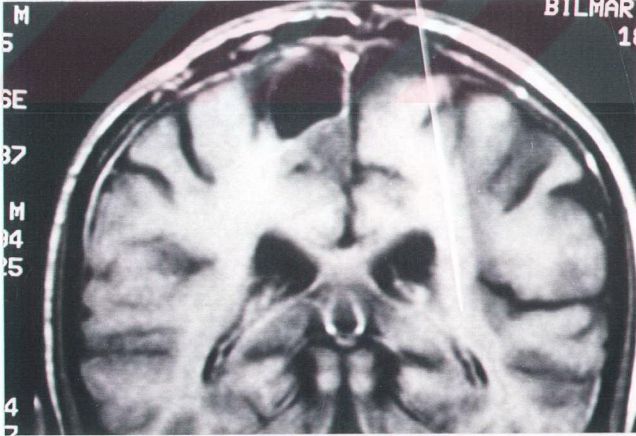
B & C. (B) 1A' daki olgunun operasyon sonrası EPMR'de kontrastlı aksiyel SE T1W görüntülerde rezeksiyon yatağında ince lineer opaklaşma(ok). (C) Aynı olgunun 3. aydaki aksiyel SE T1W MRG kontrol incelemesi. Lezyonun postoperatif tanısı subependimoma idi.
